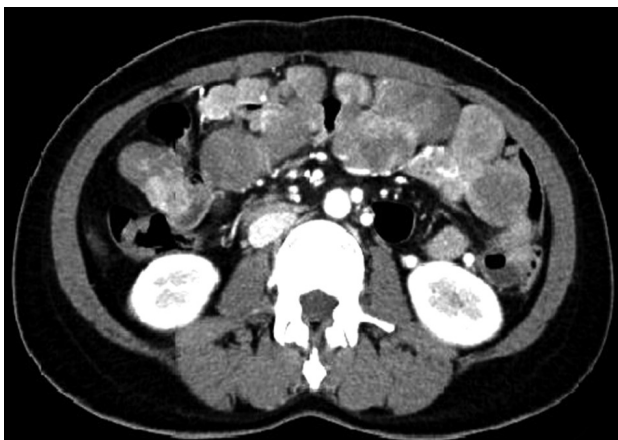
Abdominal contrast enhanced CT scan revealed that multiple soft tissue masses were occupying entire peritoneal cavity.
